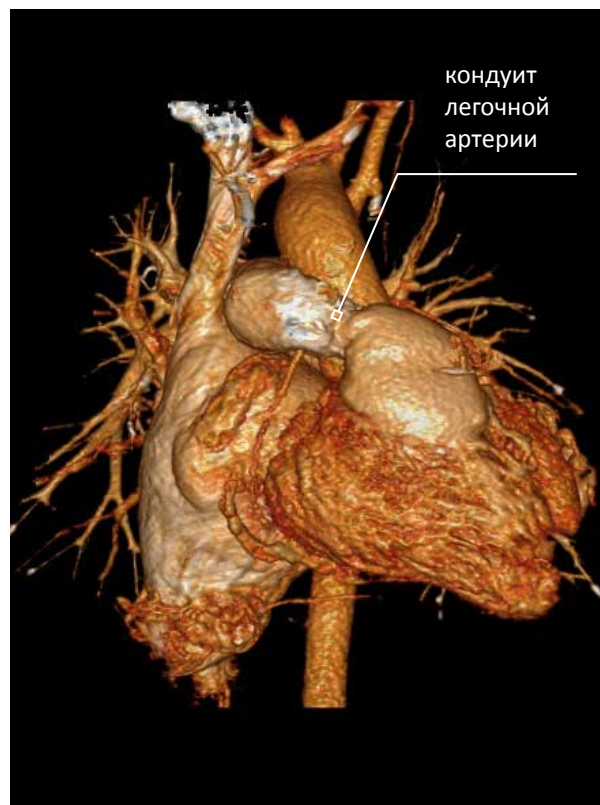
МСКТ, 3D-реконструкция. Состояние после коррекции ВПС, кондуит легочной артерии с обызвествлением стенок.
